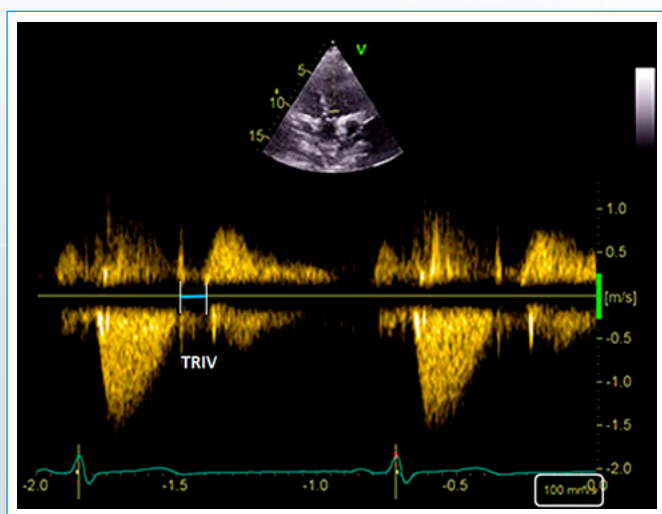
Registro de Doppler continuo para obtener el tiempo de relajación isovolumétrica (TRIV)
